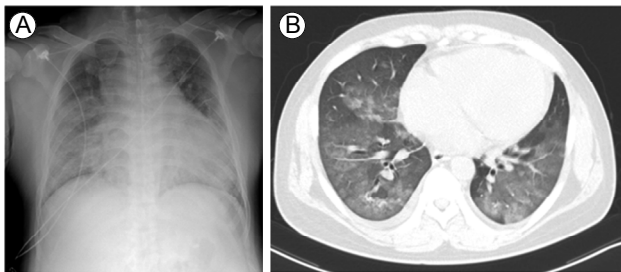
Radiological findings. (A) Chest X-ray shows hazy opacity in upper and lower lobes with an enlarged cardiac silhouette. (B) Computed tomography scan reveals bilateral pulmonary edema and cardiomegaly with pericardiac effusion.
